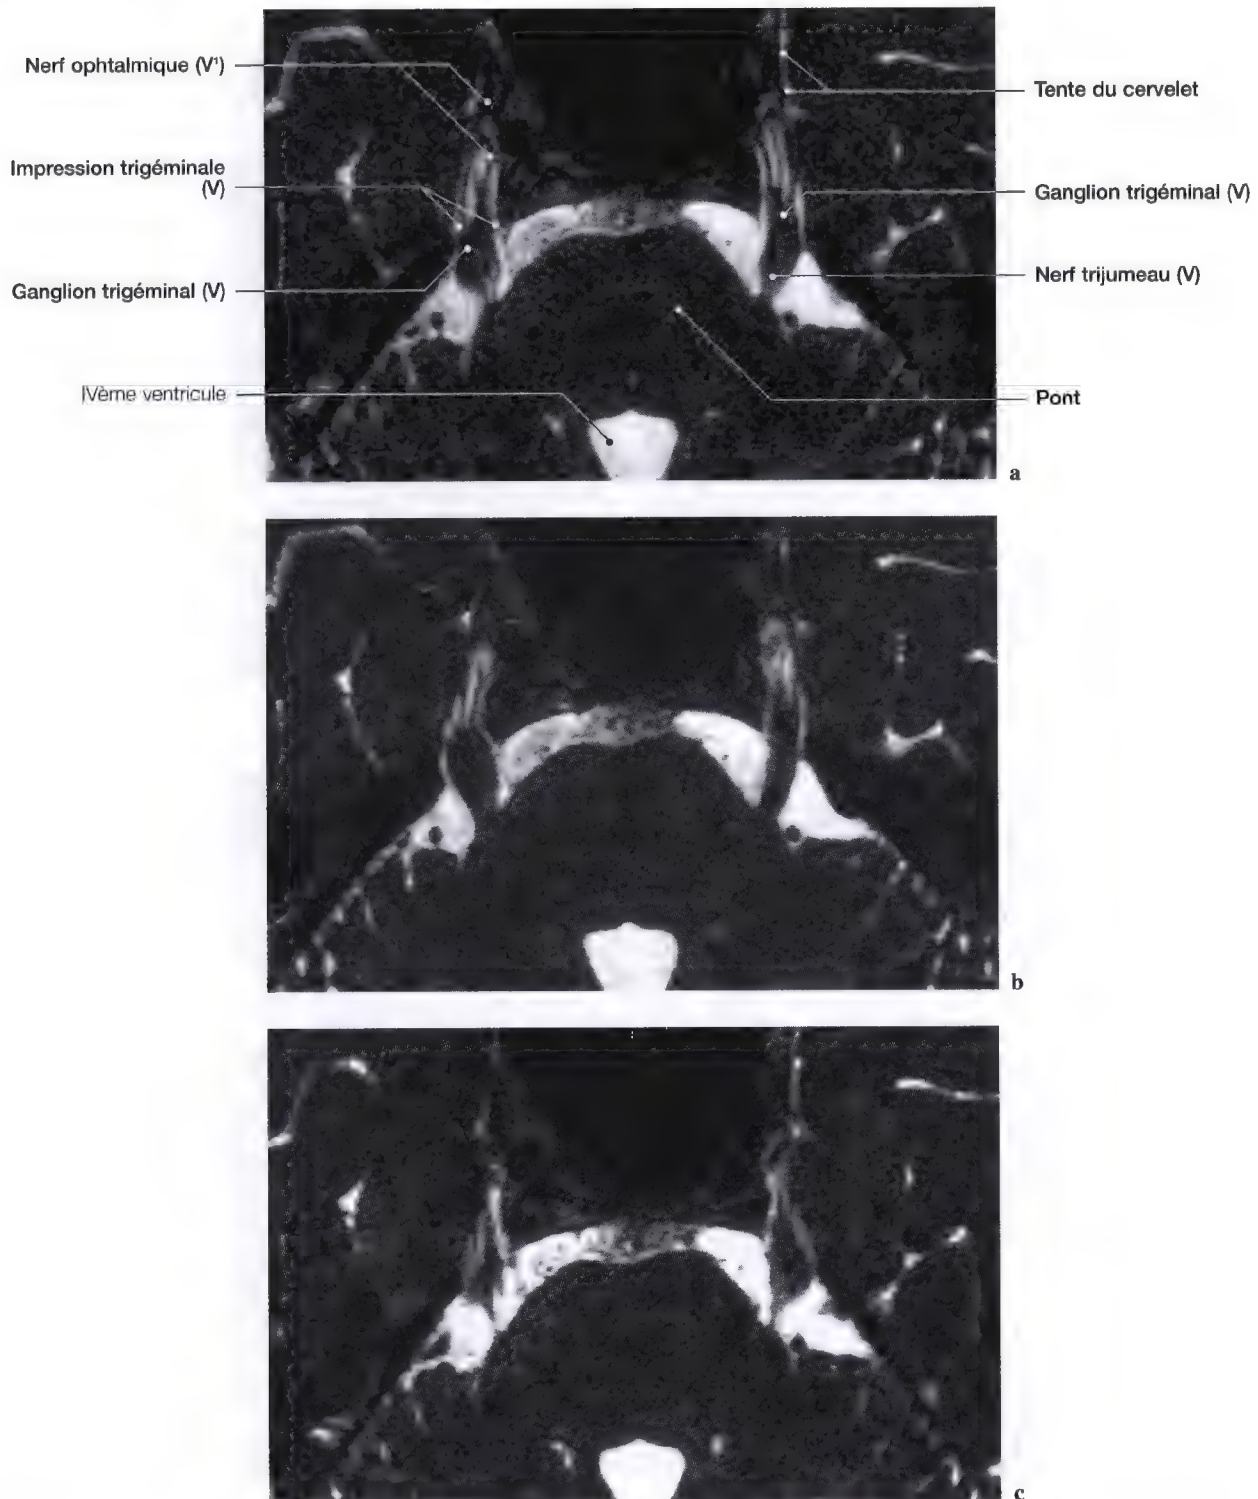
a–c. Vues axiales de l'origine apparente du nerf trijumeau et du ganglion trigéminale. (IRM: Dr J.W. Casselman A.Z. St-Jan, Bruges, Belgique)
